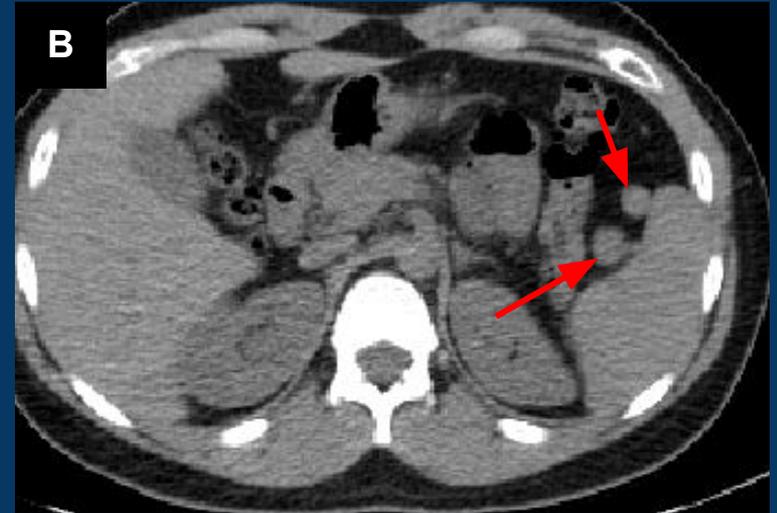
A y B - TC sin contraste. Se observan múltiples imágenes redondeadas (flechas rojas) de similar densidad al bazo.
